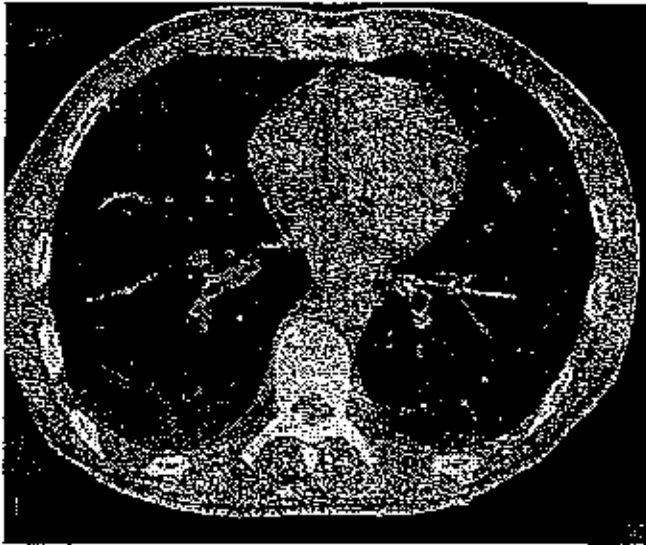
MTX による肺障害の HRCT 像、小粒状陰影を示す。
